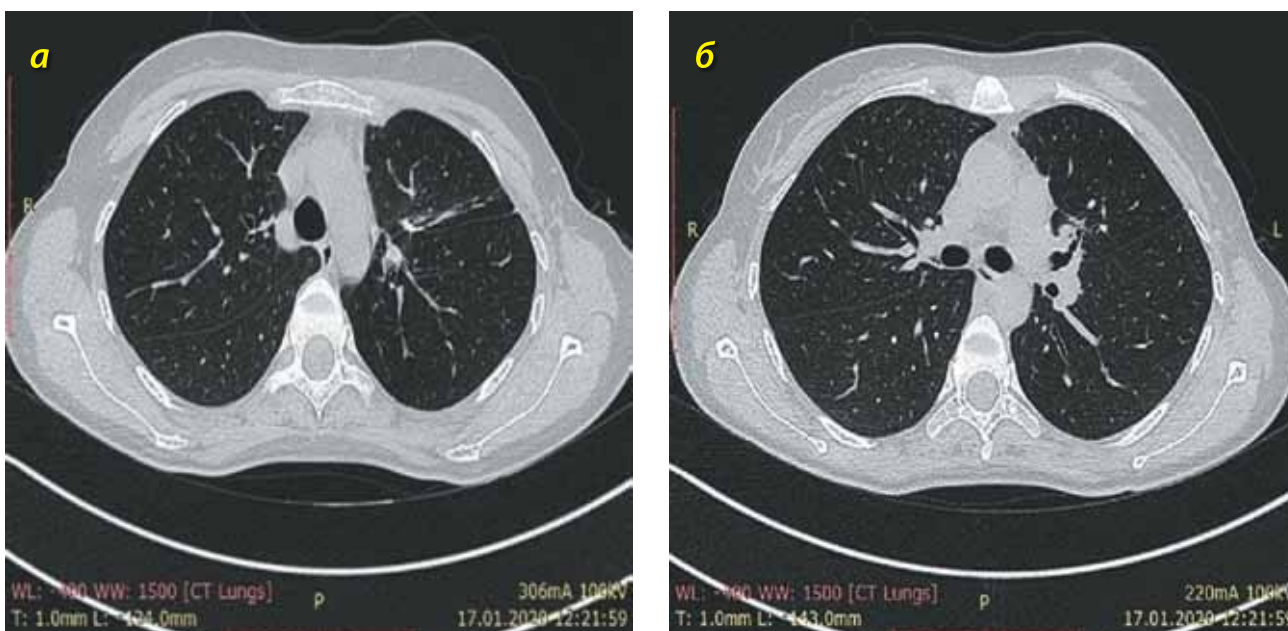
КТ органов грудной клетки пациентки от 07.01.2020 г. (пояснения в тексте)
